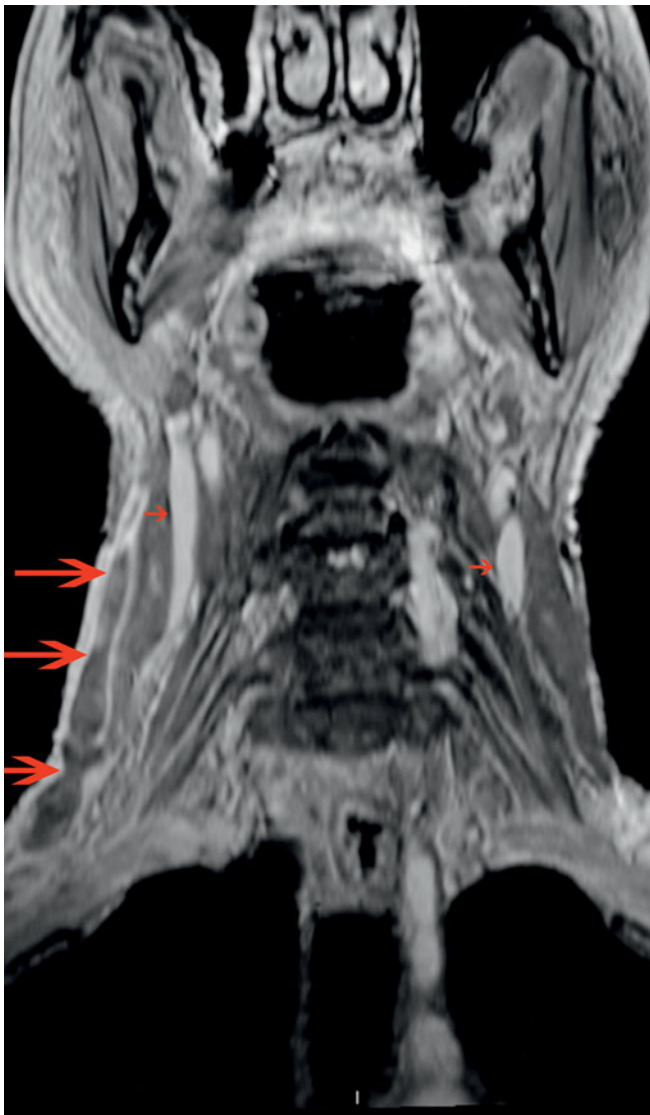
Image IRM 3D coronale (frontale) avec contraste renforcé (T1 Gd). Opacification absente de la lumière de la VJ externe droite, dilatation du vaisseau et enrichissement d'aspect inflammatoire de la paroi vasculaire (grandes flèches). La VJI (petites flèches) est ouverte des deux côtés.
